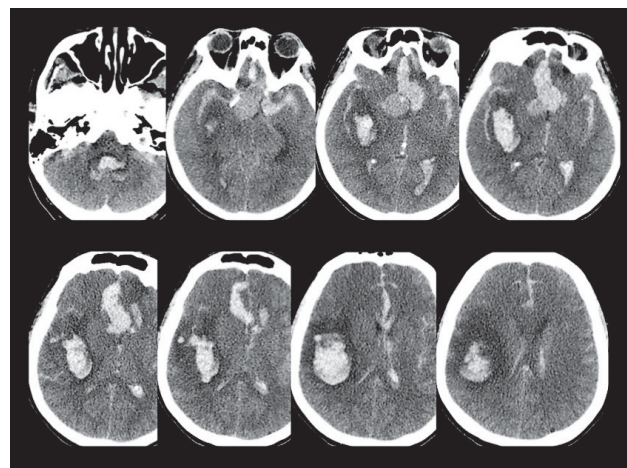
МСКТ-ознаки розриву гігантської МА правої ВСА в післяопераційний період
